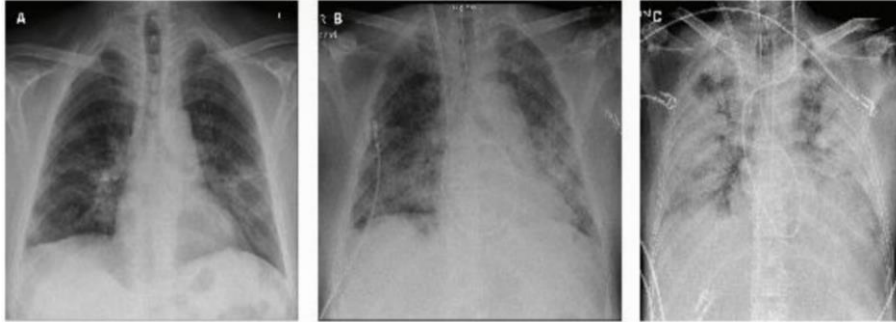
Radiografía de tórax convencional que muestra diferentes grados de gravedad de la neumonía por COVID-19 en tres pacientes diferentes
